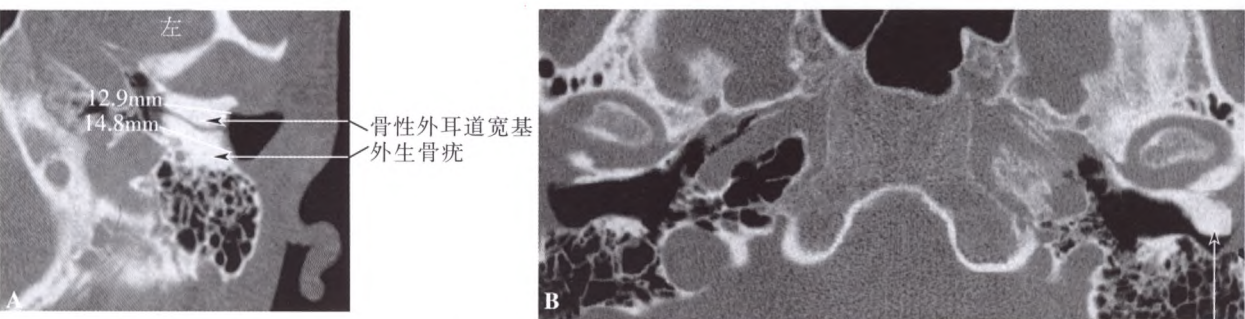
A. 外生骨疣。冠状 CT 扫描示外耳道深部宽基的外生骨疣。B. 骨瘤。横断 CT 扫描示一侧外耳道源于外耳道深部骨组织的带蒂骨瘤（箭头）。
